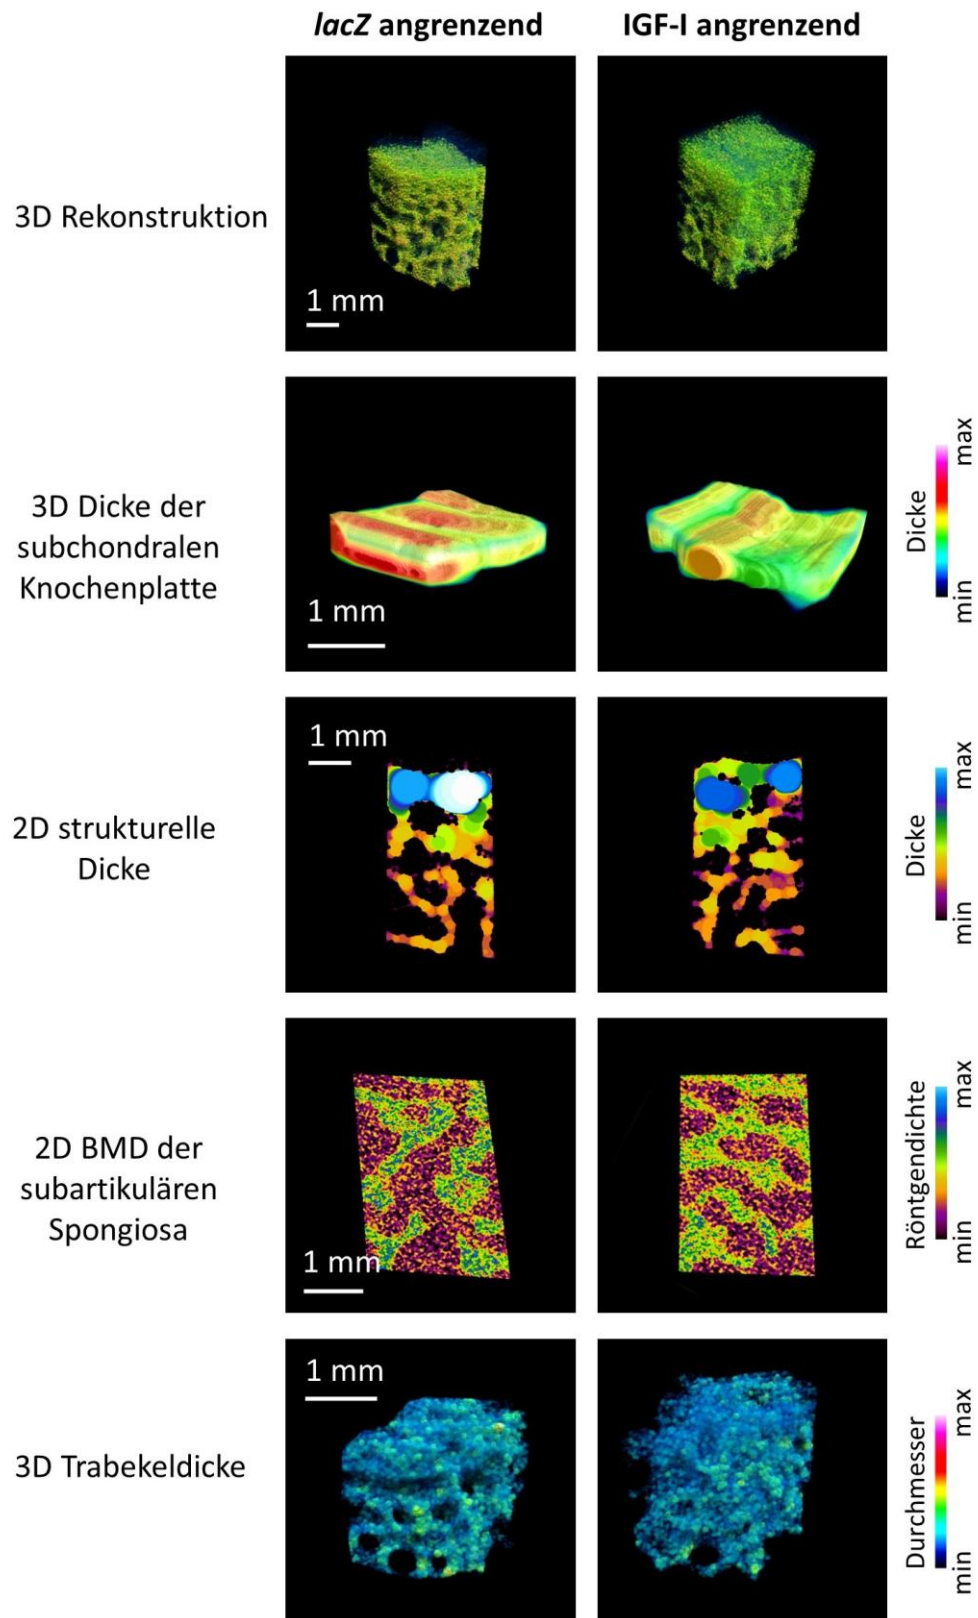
Analyse der Mikroarchitektur des angrenzenden subchondralen Knochens. Von oben nach unten sind zu sehen: Repräsentative 3D-Mikro-CT-Rekonstruktionen der Trabekelstruktur, farbkodierte 3D-Rekonstruktionen der Dicke der subchondralen Knochenplatte, farbkodierte 2D-Bilder der strukturellen Dicke der subchondralen Knochenplatte und der Trabekel, farbkodierte 2D-Bilder der Knochenmineraldichte (BMD) der subartikulären Spongiosa und farbkodierte 3D-Rekonstruktionen der Trabekeldicke der subartikulären Spongiosa. Maßstabsbalken je 1 mm.
